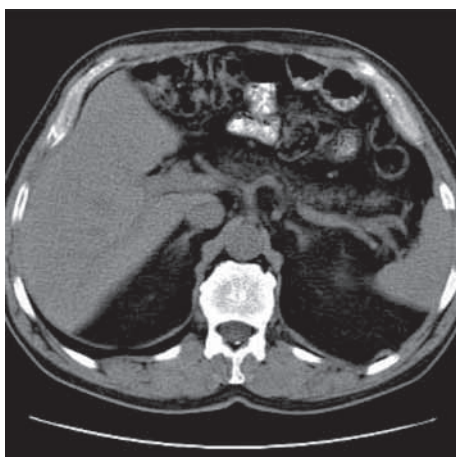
Компьютерная томография: изменения поджелудочной железы во всех ее отделах
